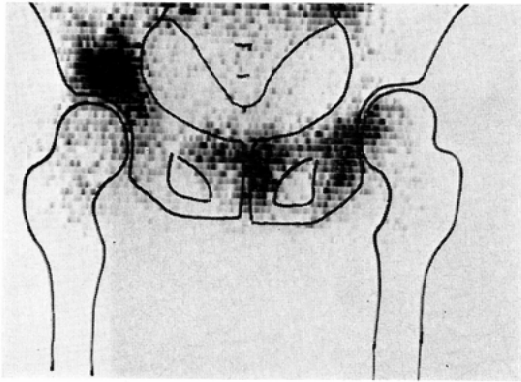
Bone scintigram of pelvis and femurs (bone metastases of breast cancer).
